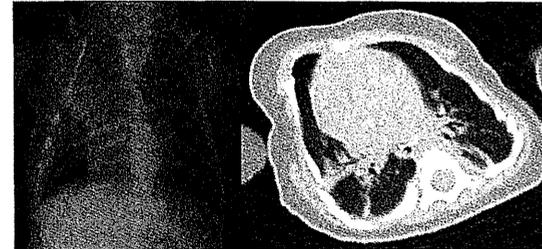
胸部 X 線 (正頭像) と胸部 CT (精野条件) 胸郭背側に気管支逸脱像を伴う捻転像を認めた。
